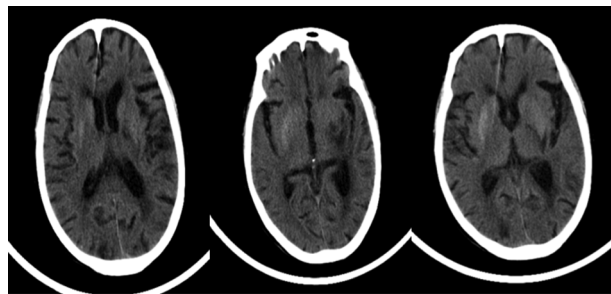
头颅 CT(2018 年 6 月 12 日)
